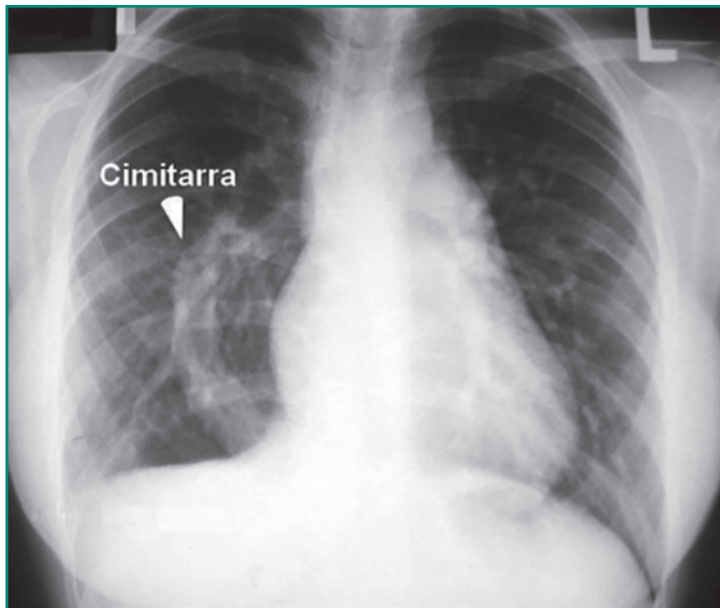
Radiografía de tórax del síndrome de la cimitarra, con la vena anómala vertical derecha que desemboca en la vena cava inferior. Cuando existe hipoplasia pulmonar derecha, la dextrorrotación del corazón puede tapar la vena.
